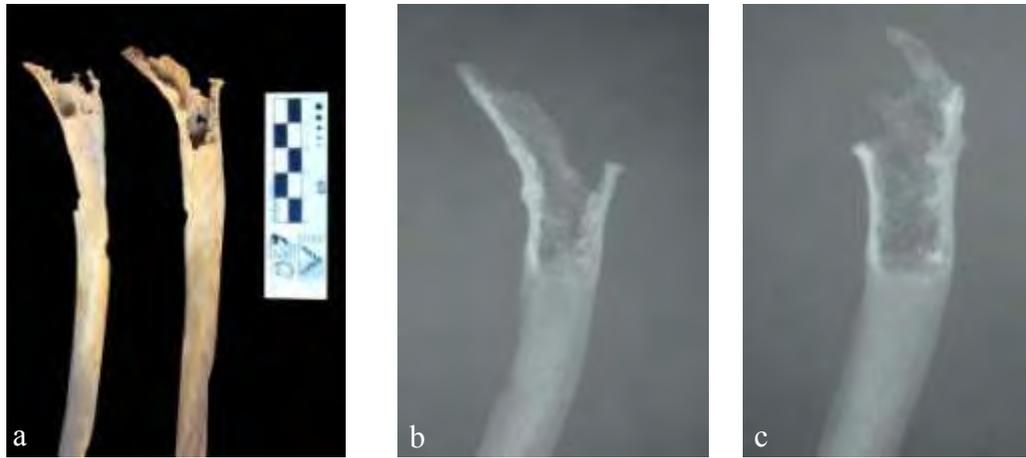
Costillas del individuo 69. a) Cara pleural de costillas centrales izquierdas del individuo. b) y c) Radiografía de las mismas costillas.
